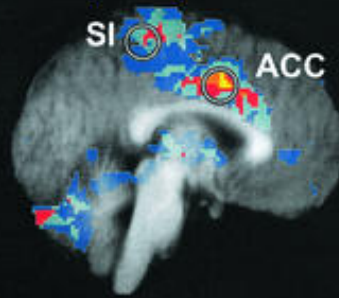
Imagerie corticale par IRM fonctionnelle.
